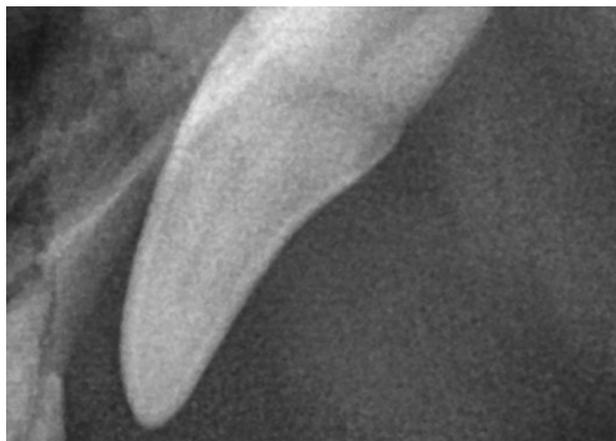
左上顎犬歯の口腔内X線画像 周囲歯槽骨の透過性亢進を認める
